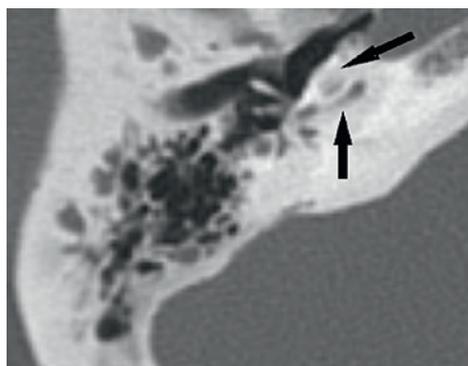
На КТ-снимке отмечаются отосклеротические изменения всех завитков улитки
